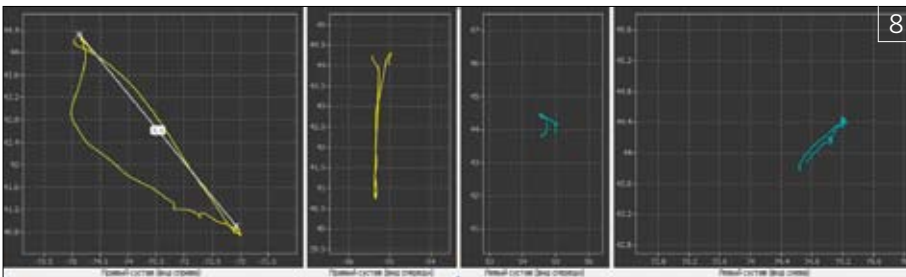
Уменьшение амплитуды при медиотрузии вправо (мм)
